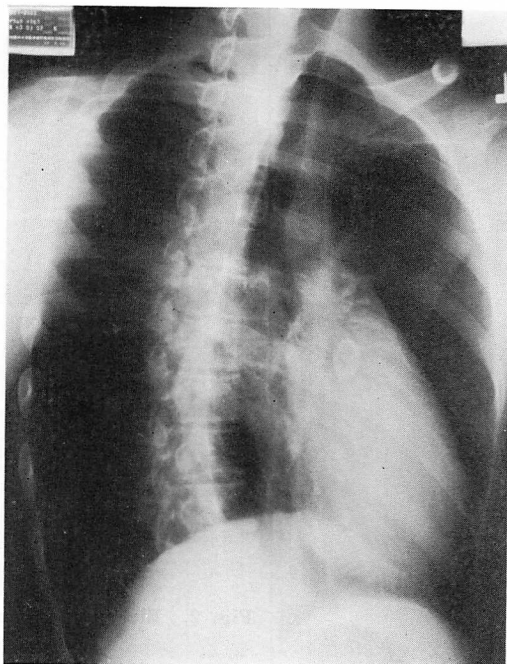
Chest X-ray (RAO view).
